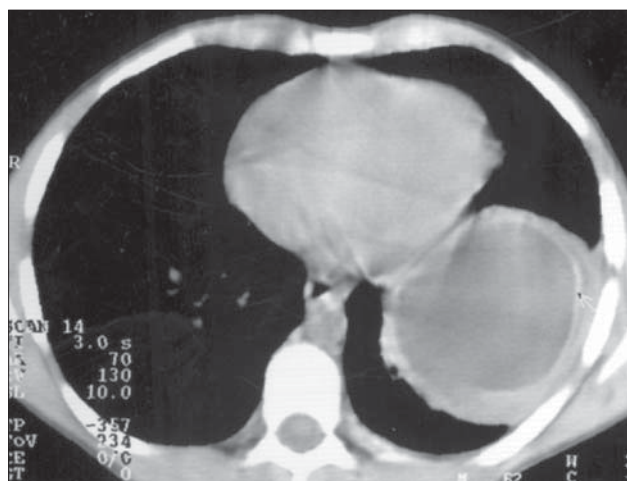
Chist hidatic pulmonar. Secțiune axială CT. Imagine chistică cu perete propriu, gros, net trasat
